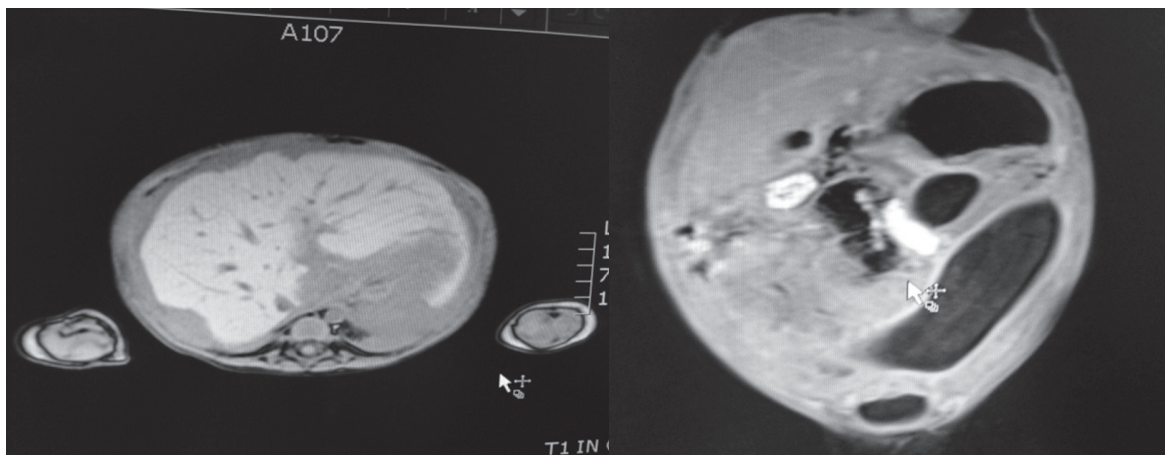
Resonancia magnética. Se observan engrosamiento del peritoneo y colecciones líquidas loculadas
